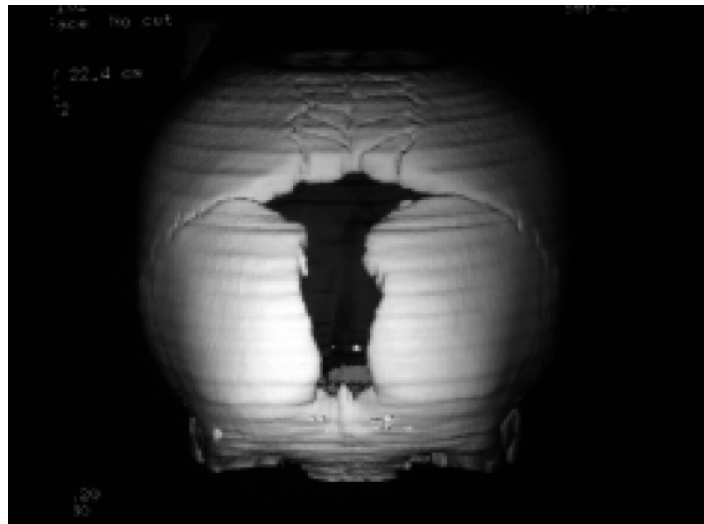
Tomografía computarizada 3D mostrando presencia de múltiples huesos wormianos y fontanela abierta dando la apariencia del signo Cabeza de Arnold.²
